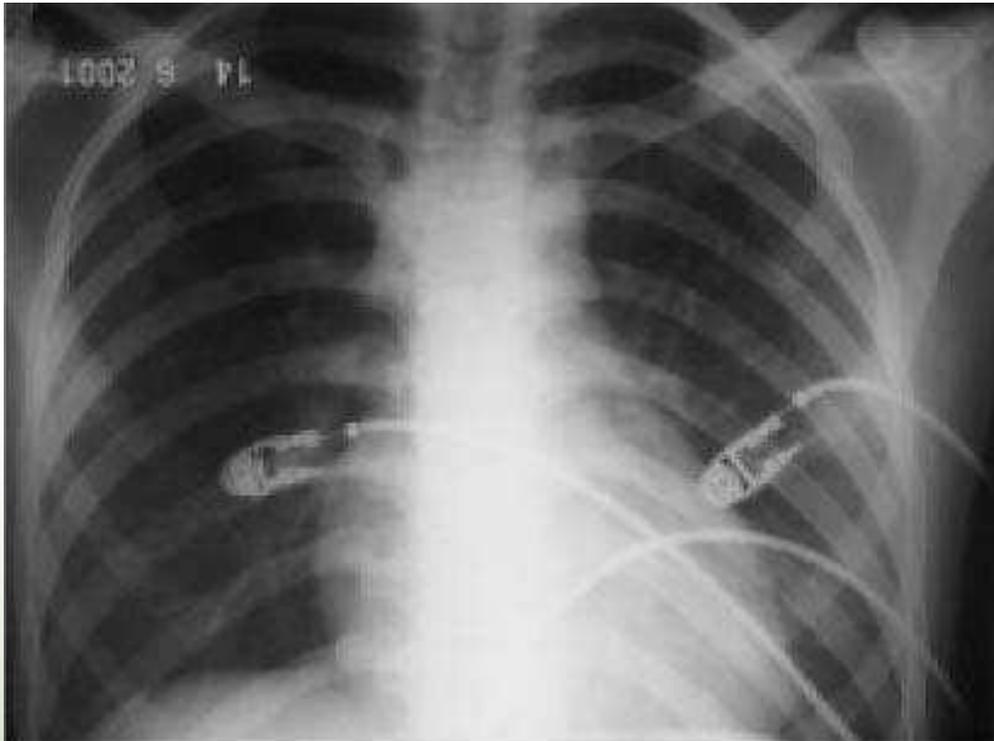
Radiografia torácica sete dias após com resolução radiológica
